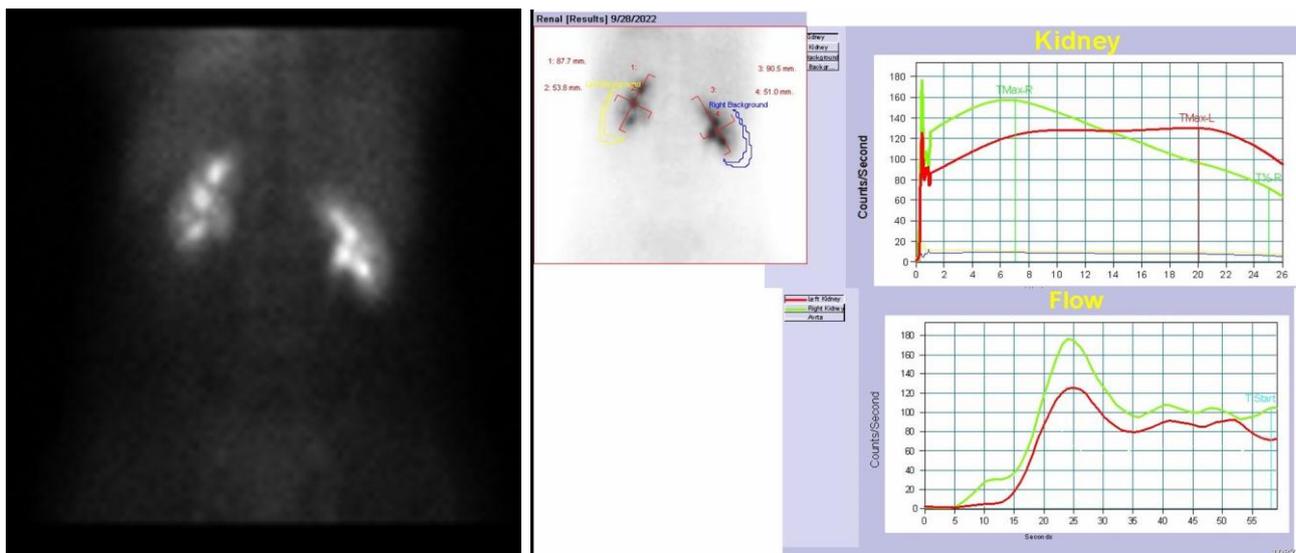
Динамическая нефросцинтиграфия в послеоперационном периоде, отмечается улучшение функции левой почки и нормализация уродинамики ВМП слева.
